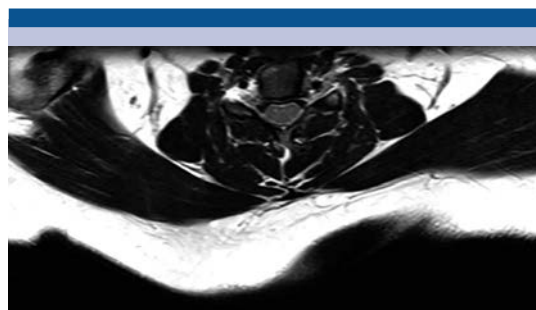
A) Resonancia magnética en plano axial, ponderada en T1, con medio de contraste: tumoración con reforzamiento, tras la aplicación del medio de contraste, que compromete las raíces de C3 y C4 en relación con schwannoma. B) Es el plano coronal del mismo paciente donde se observa el compromiso de la raíz de C4 por el schwannoma del lado derecho.
